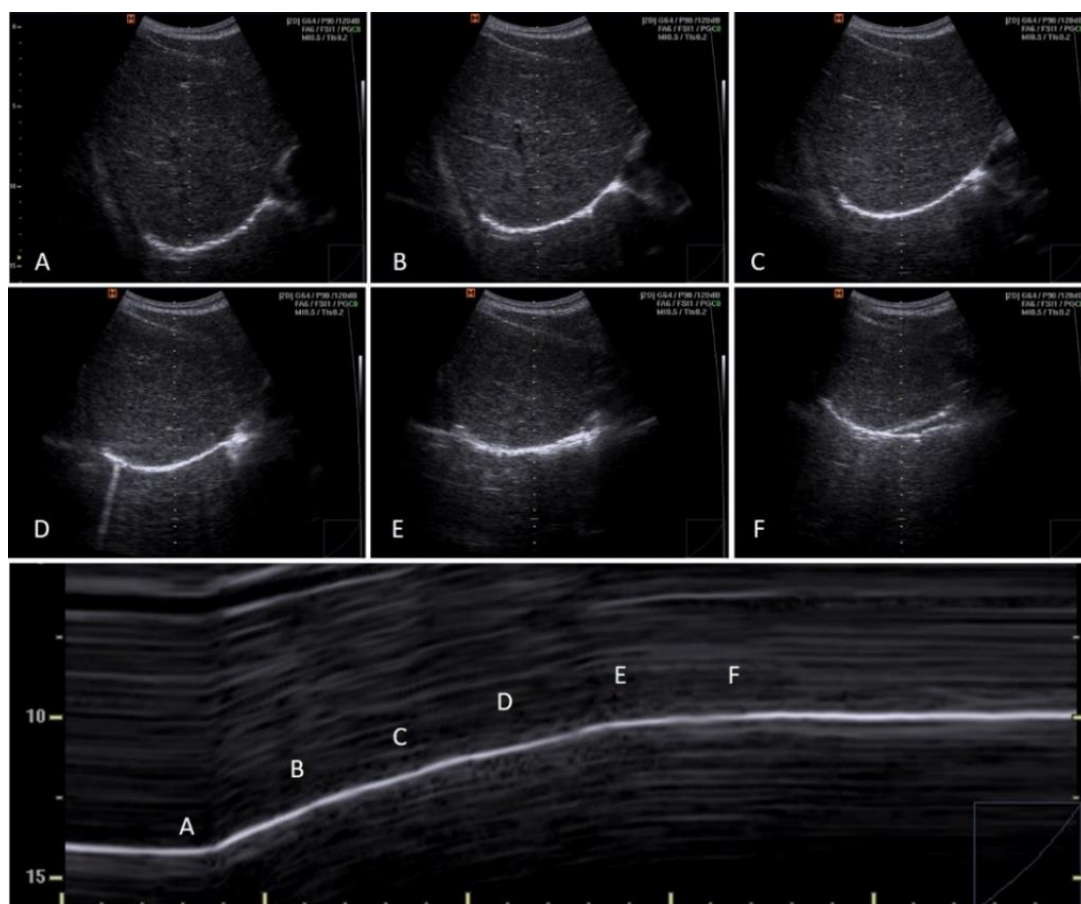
Ultrassonografia do deslocamento diafragmático em capacidade pulmonar total. Modo-M: A - linha de base da respiração de repouso, F- platô obtido ao final da manobra CPT.
